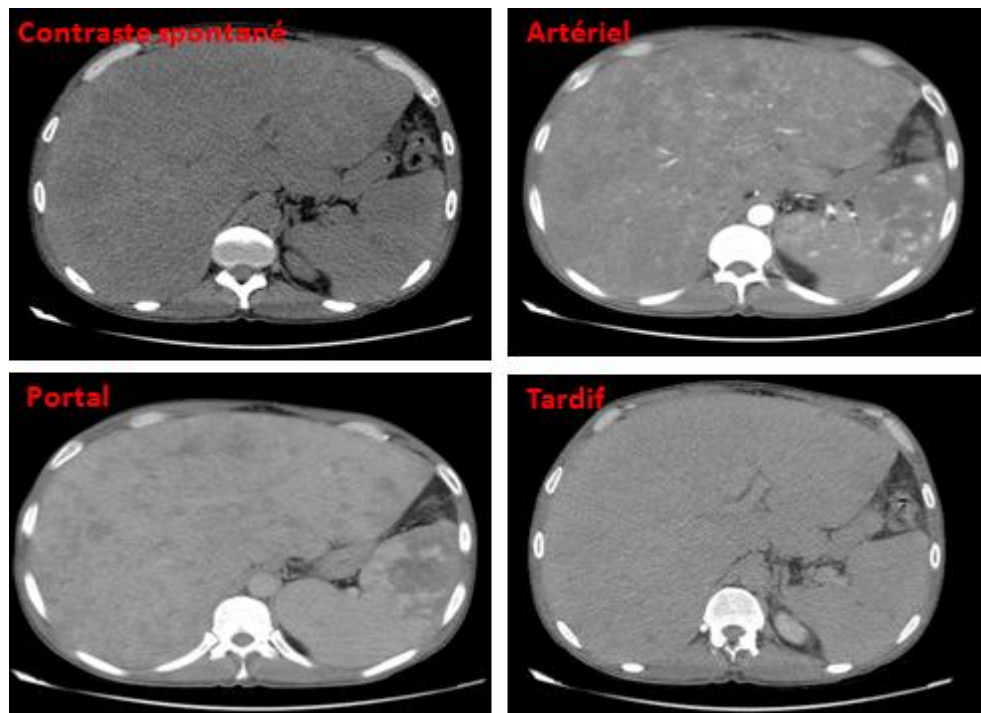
A la TDM, foie augmenté de taille, hétérogène, siège de multiples lésions hypodenses rehaussées en périphérie au temps artériel et portal et s'effaçant au temps tardif avec une rate globuleuse siège également de multiples lésions hypodenses éparses au niveau du parenchyme et rehaussées en périphérie au temps artériel :
